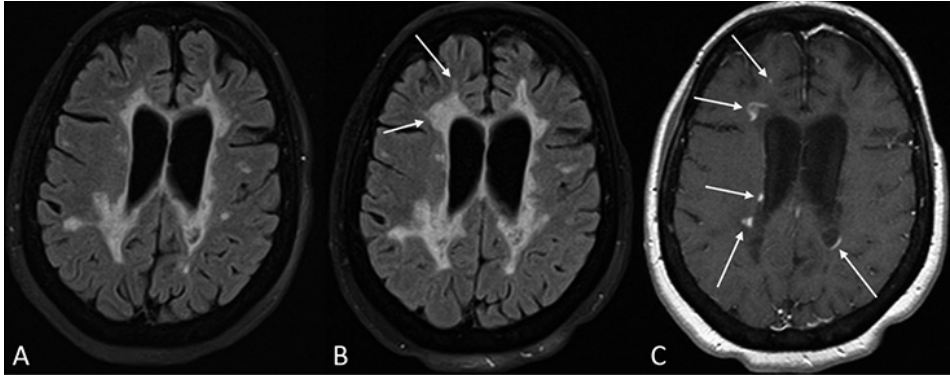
Detección de lesiones activas. RM cerebral inicial (A) y obtenida un año más tarde (B) (imágenes T2-FLAIR). La presencia de lesiones con un patrón confluyente dificulta la detección de lesiones nuevas en las imágenes T2. La obtención de secuencias T1 tras la administración de contraste permite detectar cinco lesiones activas (flechas en C), de las cuales únicamente dos se identificaban como nuevas en T2 (flechas en B).
